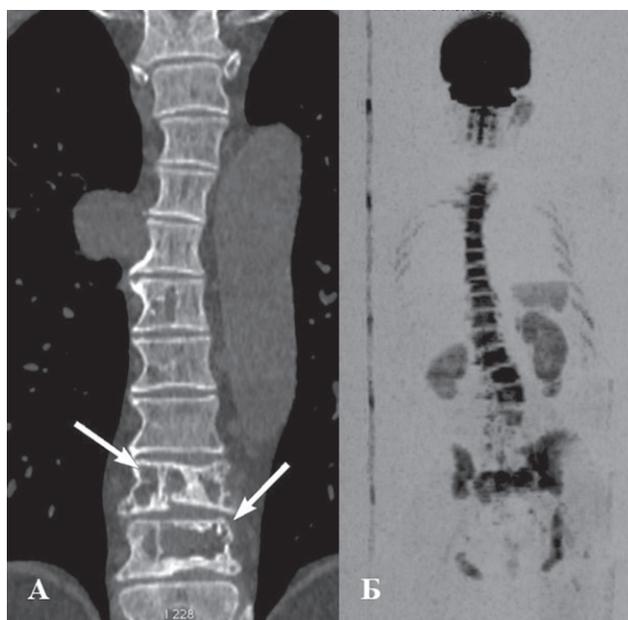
Диагностика остеодеструктивного синдрома по данным ДВ МРТ: А — наличие очагов деструктивного поражения; Б — диффузное поражение костной ткани
